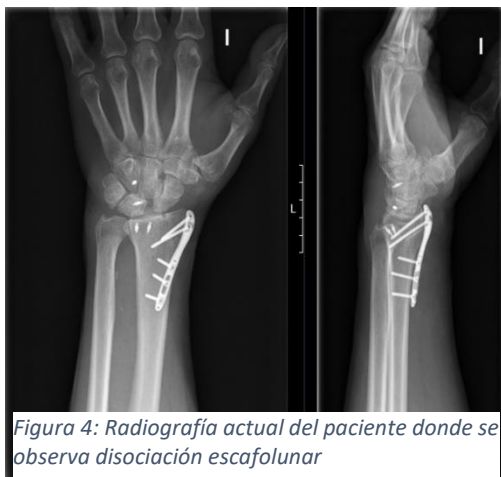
Radiografía actual del paciente donde se observa disociación escafolunar
